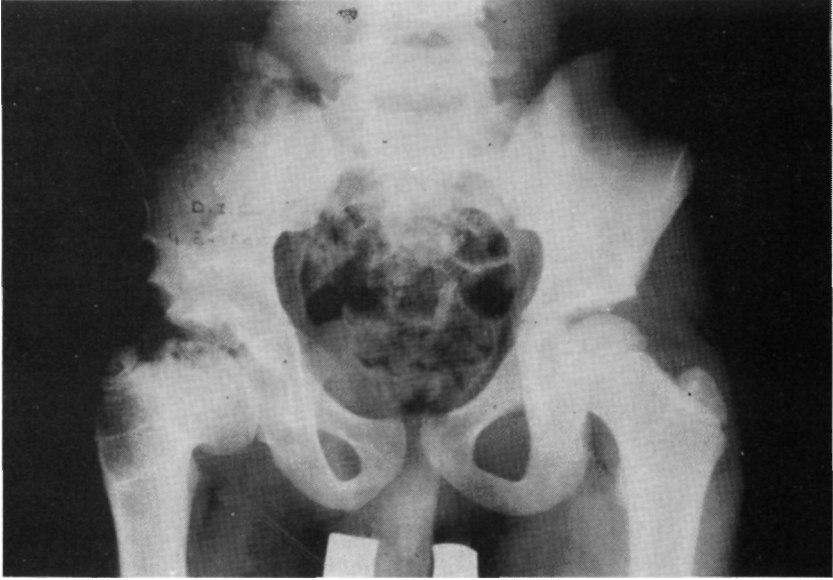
c.— Radiografía A. P. a los 4 años postoperatorios de una osteotomía de Salter y una derrotatoria varizante en el mismo acto, extraído ya el material de osteosíntesis.
